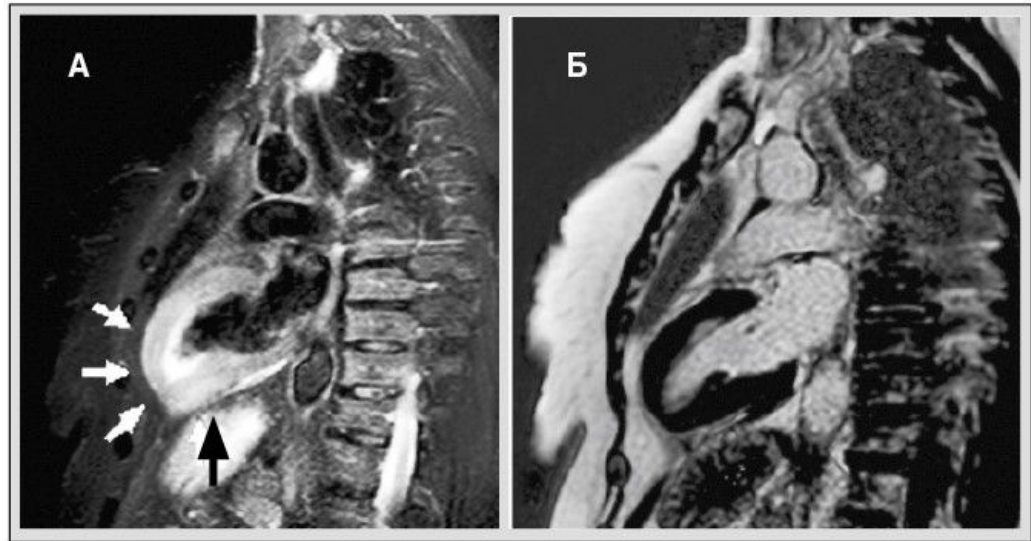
Результаты МРТ с контрастированием на 5-е сутки заболевания: А – выраженный отек миокарда апикальных отделов ЛЖ в режиме T_2 STIR; Б – отсутствие накопления контраста в миокарде в фазу позднего контрастирования (LGE)
